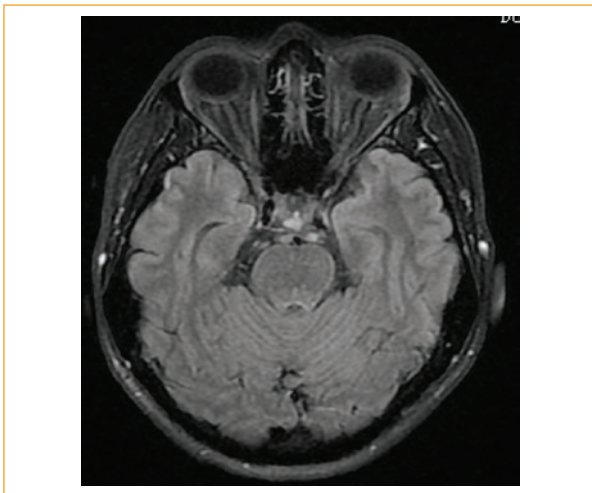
Resonancia magnética cerebral mostrando el realce a nivel de los nervios ópticos.
